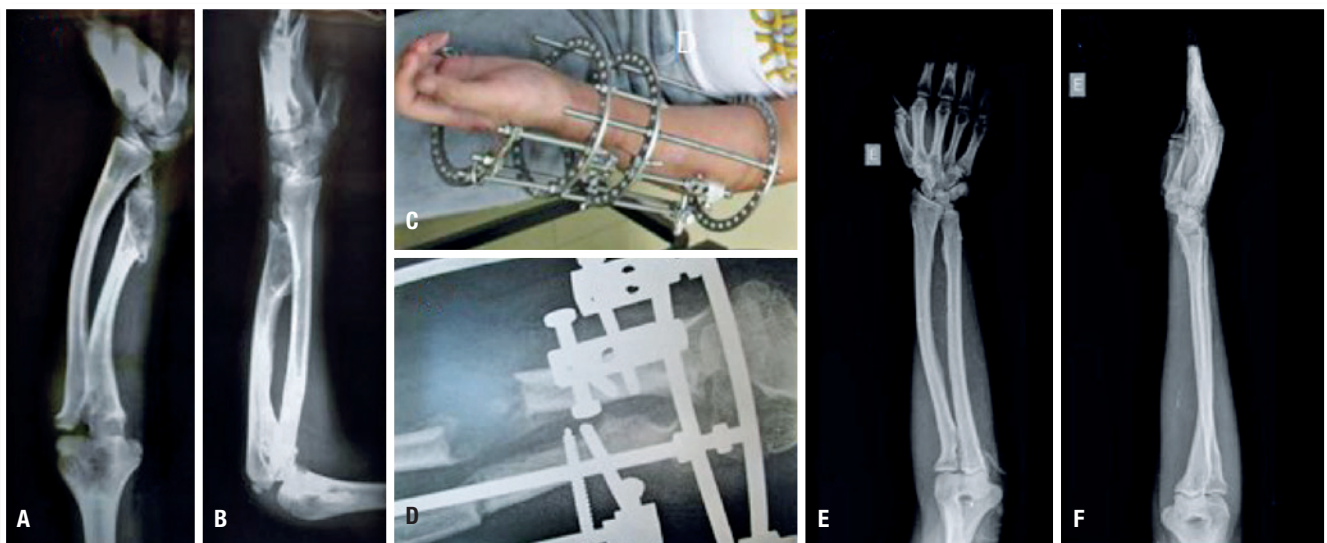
A. Radiografia pré-operatória AP do antebraço esquerdo; B. Radiografia pré-operatória perfil do antebraço esquerdo; C. Fixador externo circular, foto clínica; D. Radiografia mostrando alongamento da ulna e osteotomia do rádio; E. Radiografia AP do antebraço esquerdo pós-operatória (5 anos PO); F. Radiografia perfil do antebraço esquerdo
